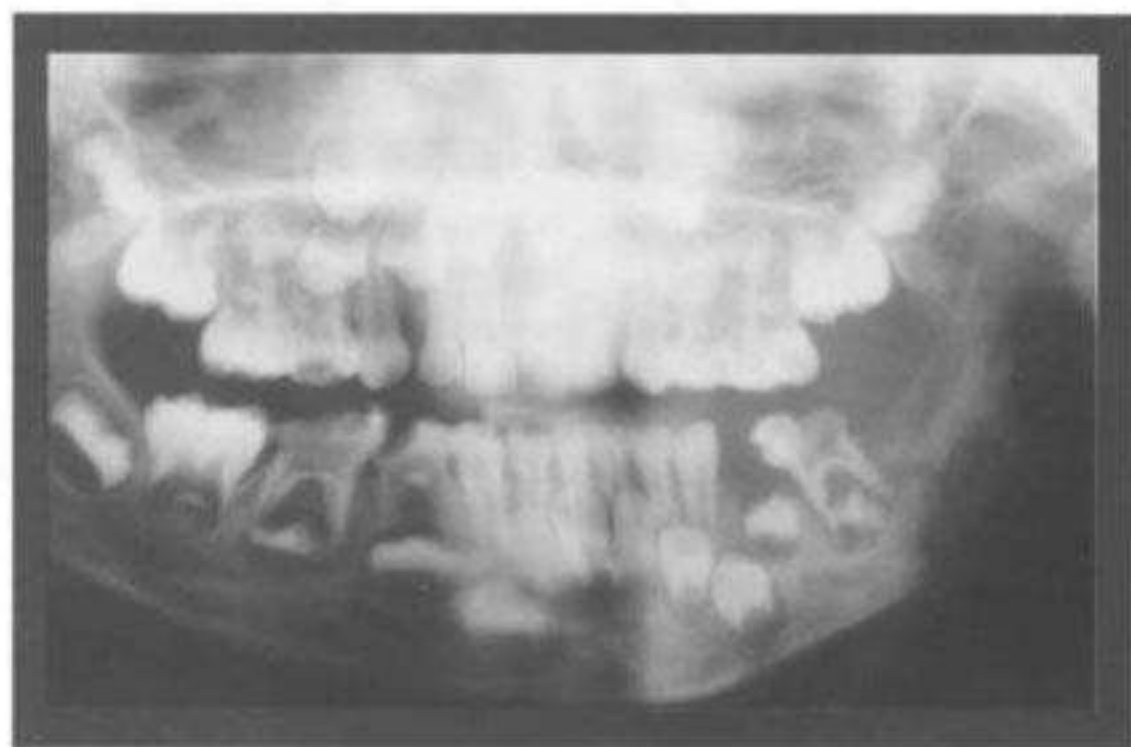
Radiografía panorámica de control después de 6 meses de la intervención; se evidencia la presencia de neoformación ósea.
